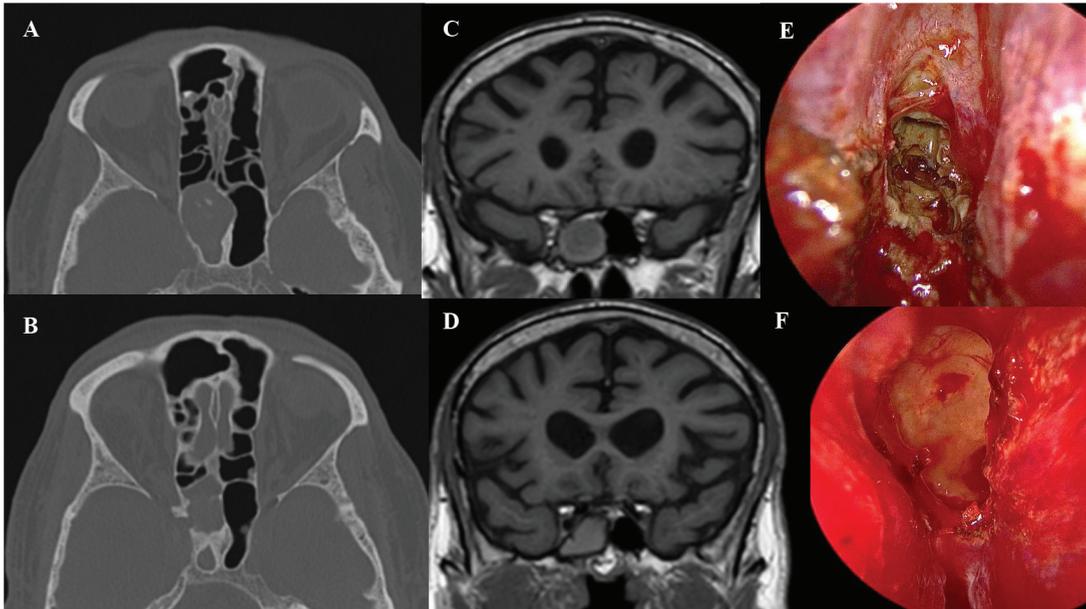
Imágenes de TC (cortes axiales) Se visualizan calcificaciones en seno esfenoidal derecho (A) y dehiscencia de la pared lateral del seno (B). Imágenes de RM (cortes coronales) (C y D). Imágenes intraoperatorias de esfenoidotomía derecha. Se visualiza seno esfenoidal derecho ocupado por material denso fúngico (E) y tras la limpieza del mismo (F).
